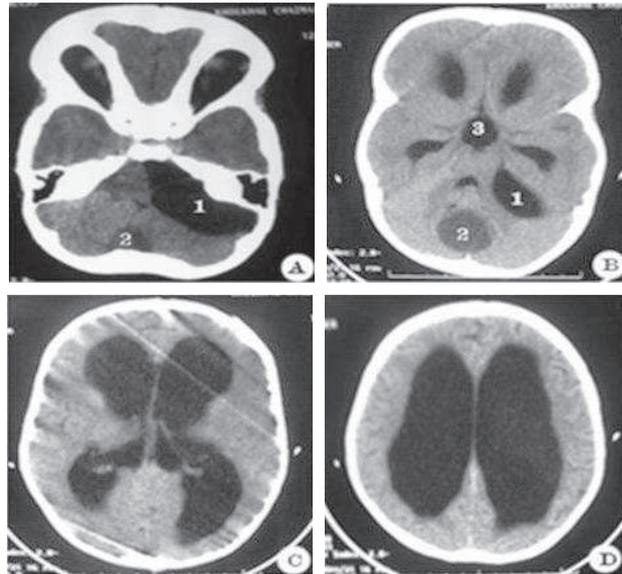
TDM cérébrale réalisée en coupe axiale sans injection de produit de contraste objectivant : kyste arachnoïdien de l'angle ponto-cérébelleux gauche⁽¹⁾ (a, b), kyste dermoïde vermien⁽²⁾ (a, b). Dilatation du 3^e ventricule⁽³⁾ (b), dilatation des ventricules latéraux (c, d).
